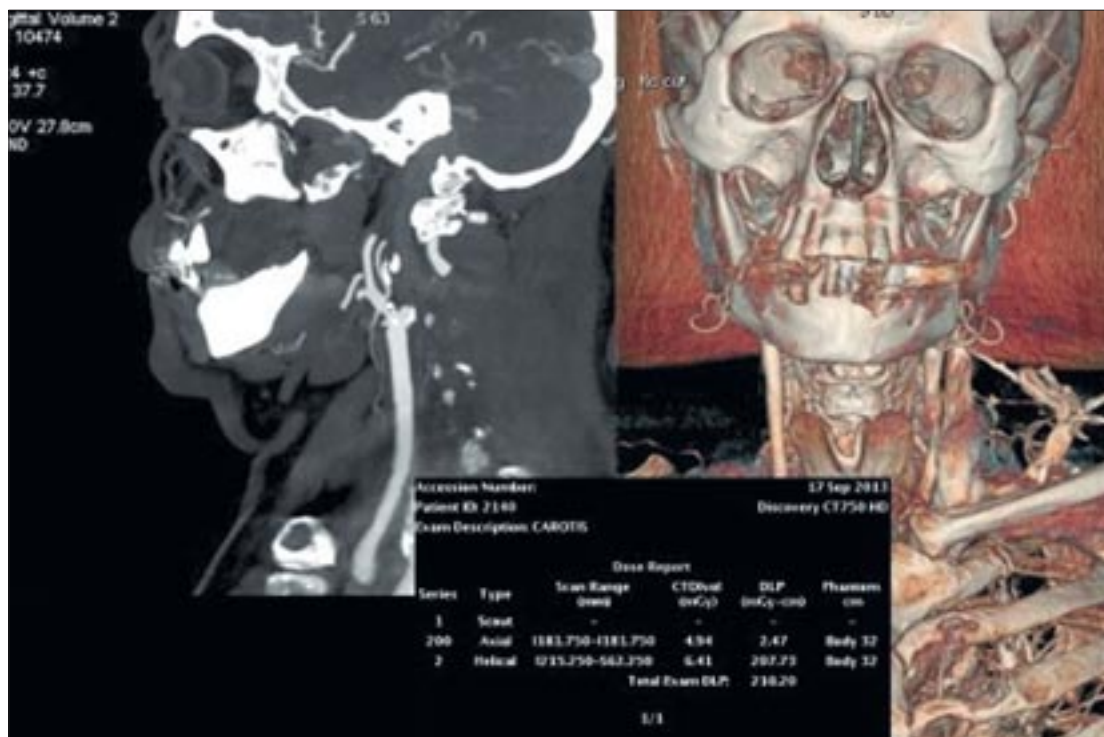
КТ-ангиография сонных артерий с контрастным усилением при сниженном до 80 кВ напряжении и автоматической модуляции тока на трубке
